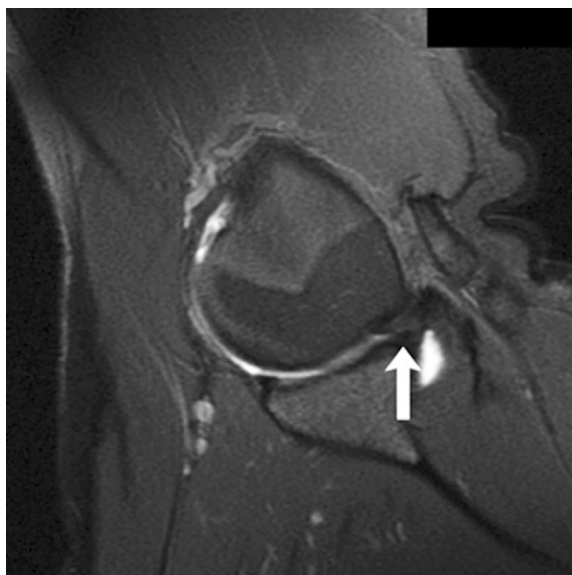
Conflit postérosupérieur en arthro-IRM, position ABER.
